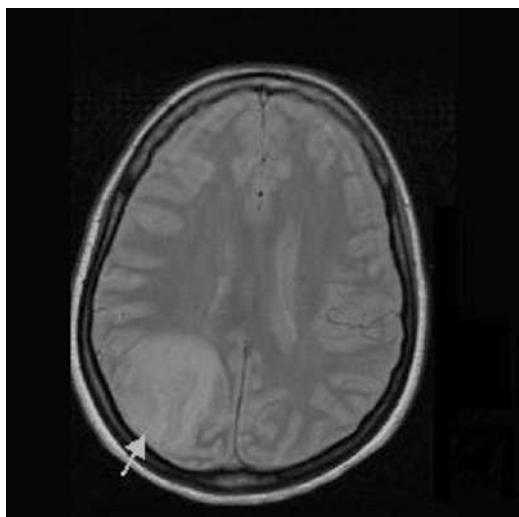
Resonancia magnética, corte transversal. Imagen de infarto cortical en parietal derecho. Ventriculo cerebral homolateral colapsado.
